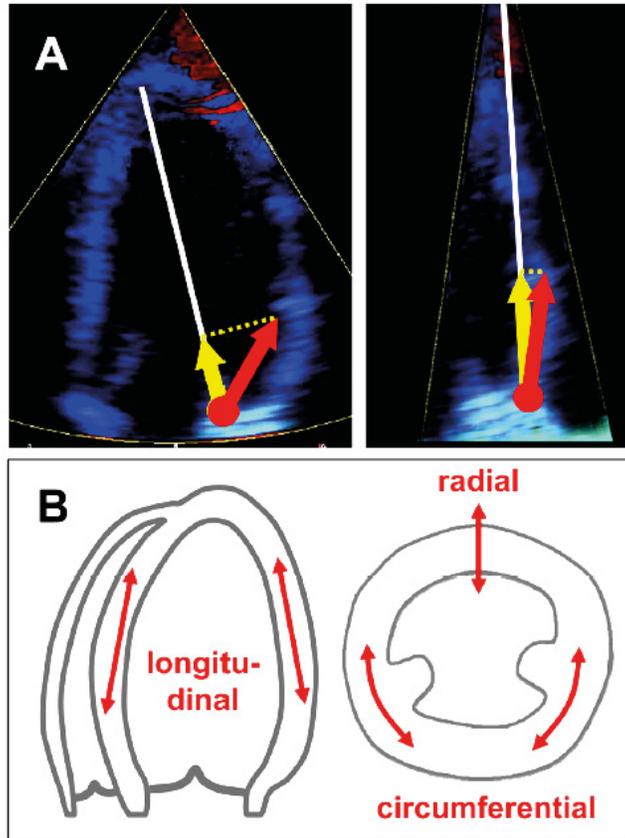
Vemos un ejemplo de dos mediciones del DTI de la porción lateral del anillo mitral. Izquierda, modo incorrecto, ya que el ángulo de incidencia del ultrasonido es mayor que 20° con la pared lateral. Derecha, correcta alineación del transductor.
